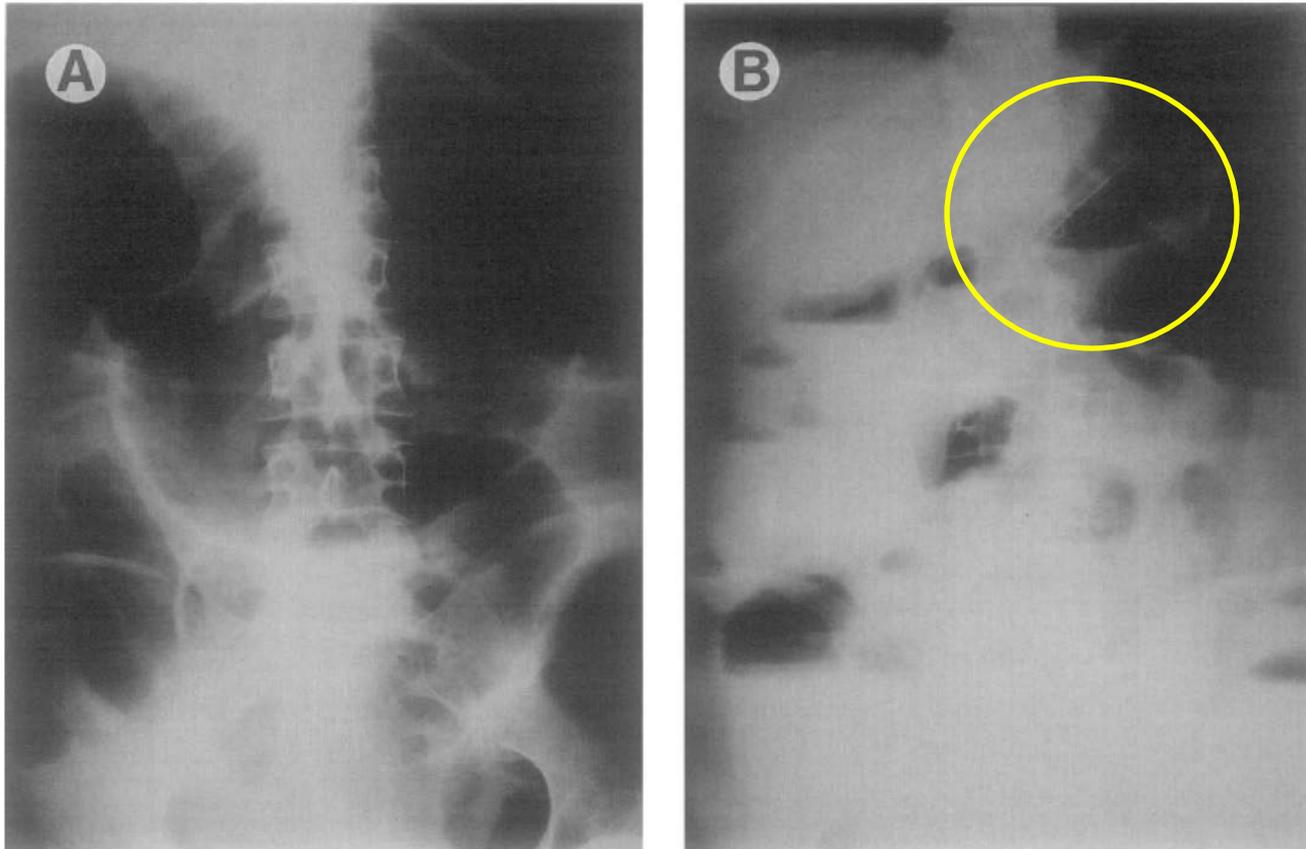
(A) Radiograph of the abdomen of patient 6 in the supine position at the time of the diagnosis of toxic megacolon, showing a marked dilatation of the colon. (B) Radiograph of the abdomen of patient 6 in the upright position 12 hours after colonoscopic insertion of a fenestrated tube.
